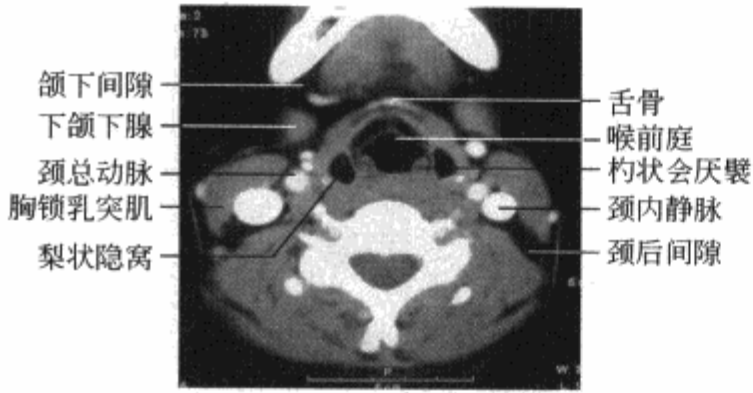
横轴位增强 CT 示梨状隐窝层面正常解剖结构
